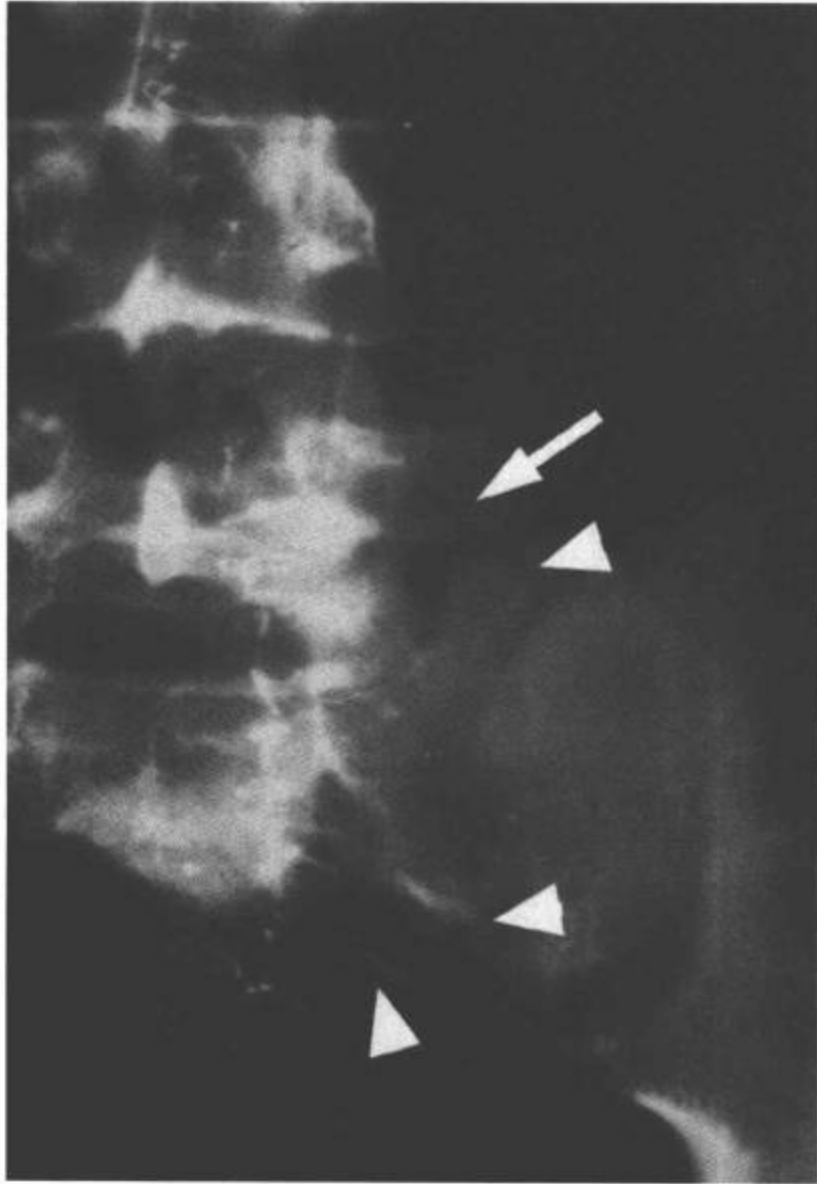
横突骨折。腰椎AP平片显示L1左侧横突急性骨折(箭)。这种损伤常合并骶骨骨折,这里所示为一条骨折线和骶孔中断(箭头)。
